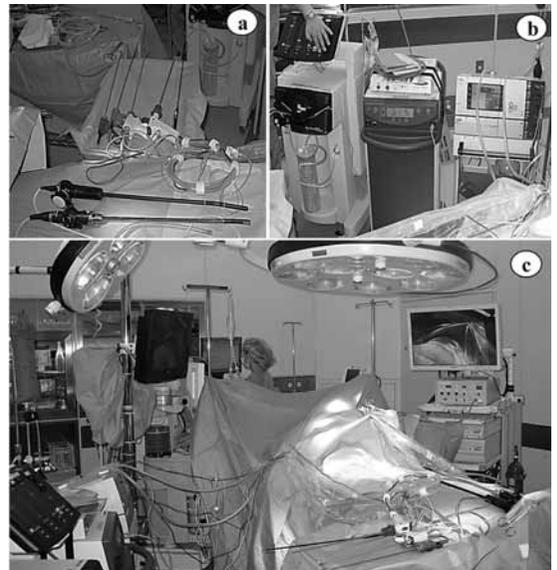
完全腹腔鏡下肝切除術における手術室の設定。手台上的外科機器(a)手台左からバイポーラ止血鉗子、バイクランプ、ハーモニックエース、イリゲーションサクシオンモノポーラー電気メス、生食滴下モノポーラー電気メス、下段上から可変式術中エコー、腹腔鏡；エネルギー出力機器(b)左からCUSA、ハーモニック出力機、電気メス出力機、術野の全景(c)、術者側に出力機器、助手側に腹腔鏡用タワーとエコー本体、両側に出力モニターを配置。
